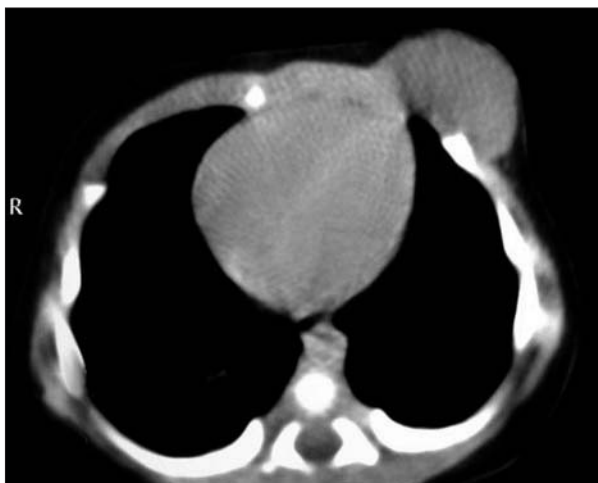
TC que muestra una lesión con valores de atenuación de partes blandas en pared torácica izquierda sin calcificaciones ni flebolitos. No hay evidencia de invasión de la cavidad torácica.
